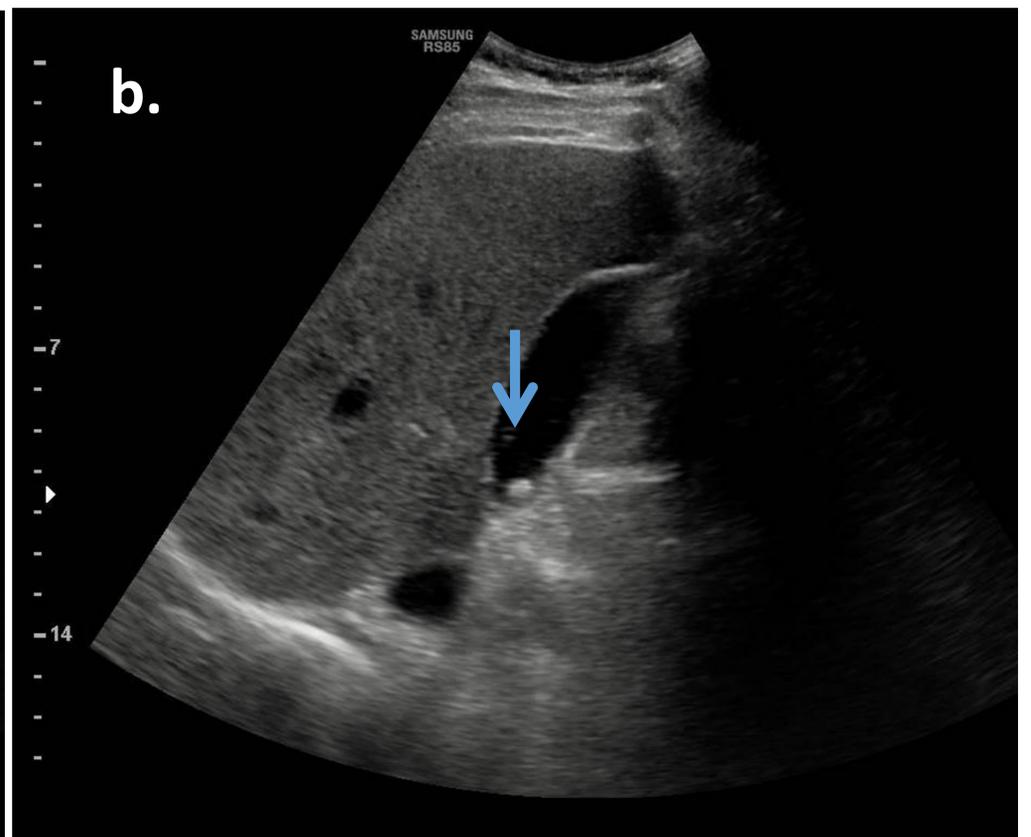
Ecografía abdominal, en decúbito supino. Imagen hiperecogénica antideclive con sombra acústica posterior (flecha).
